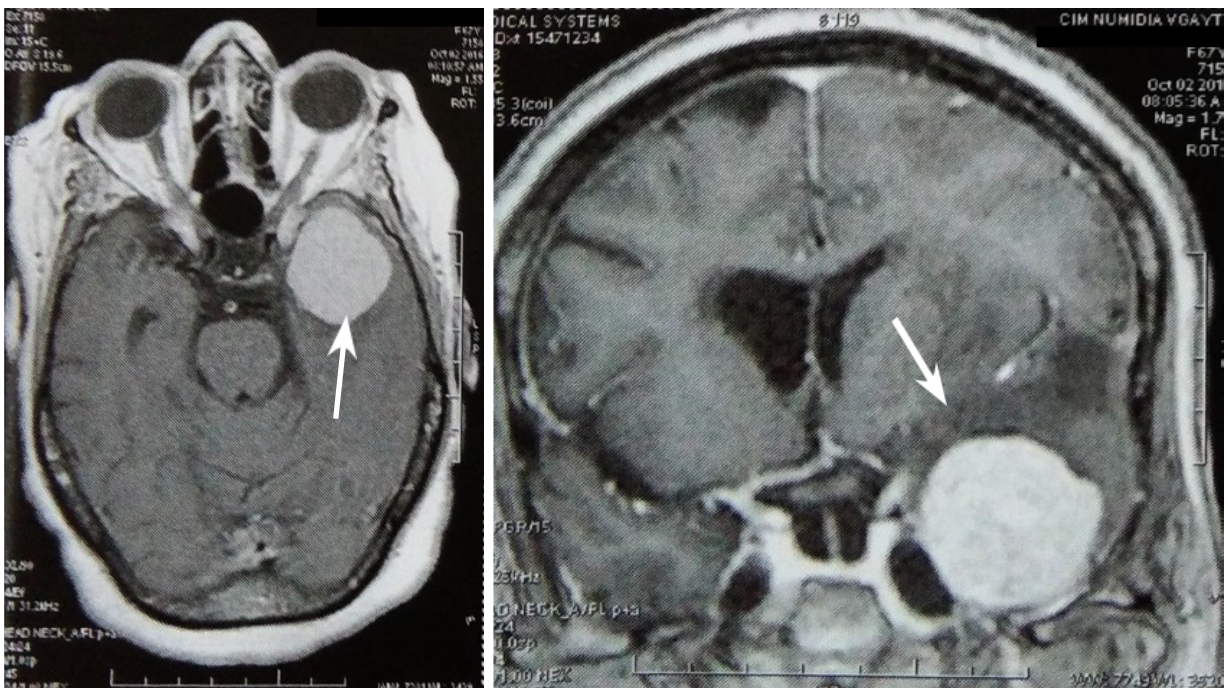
IRM coupes axiale et coronale : méningiome temporal droit (flèche)
